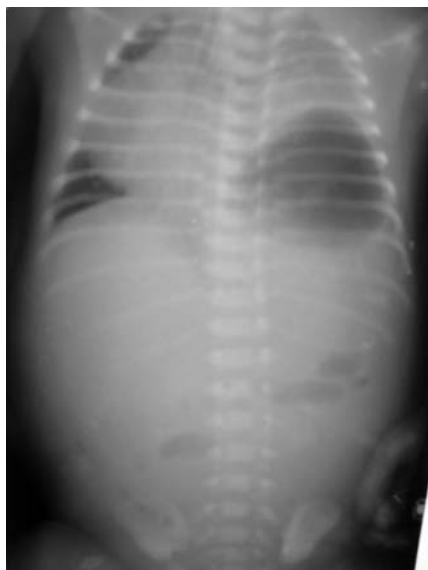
На контрольной обзорной рентгенограмме ОГП и ОБП : Динамика отрицательная. В грудной полости слева определяется раздутый газовый пузырь желудка , легочная ткань слева не прослеживается, Средостение резко смещено вправо. В брюшной полости свободного воздуха нет. Живот вздут, Петли кишечника четко не определяются, в центре мелкие отдельные газовые пузыри по ходу петель. Асцит.
